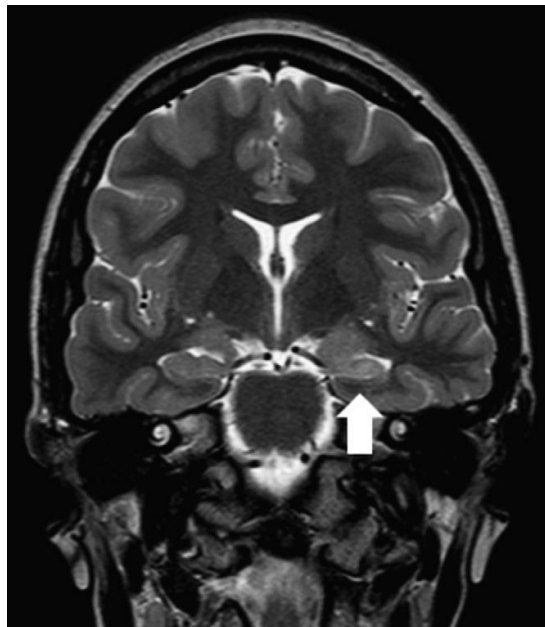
Imagen que muestra un corte coronal de MRI en secuencia T2 que muestra asimetría de tamaño y de intensidad en las regiones mesiales e hipotalamo del lóbulo temporal izquierdo compatibles con esclerosis mesial del lóbulo anterior (tomada de <sup>36</sup>)
